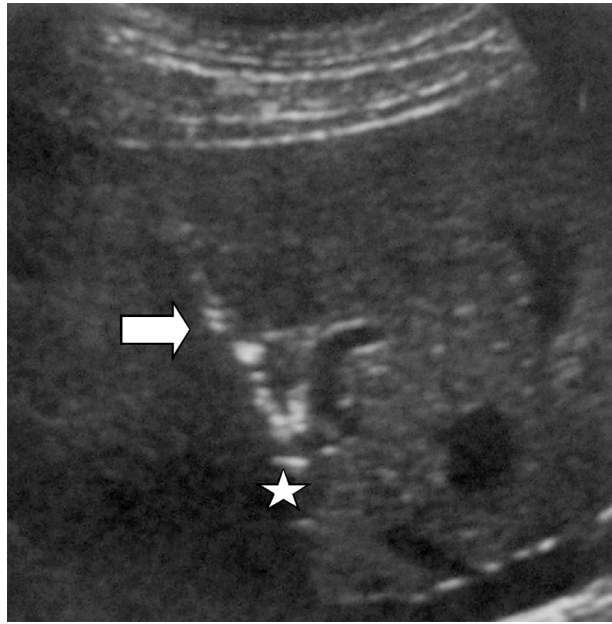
Guidage échographique par voie percutanée. Bonne visualisation de l'applicateur au sein du parenchyme hépatique (flèche). Notez l'image transonore située à l'extrémité de l'applicateur et correspondant à la fenêtre acoustique et de refroidissement antérieur du transducteur ultrasonore.
